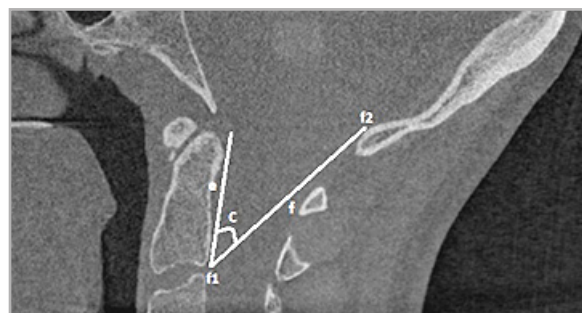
КЛКТ-томограмма, MPR в сагиттальной плоскости. Уточняющий показатель (угол C — угол входа в БЗО)
